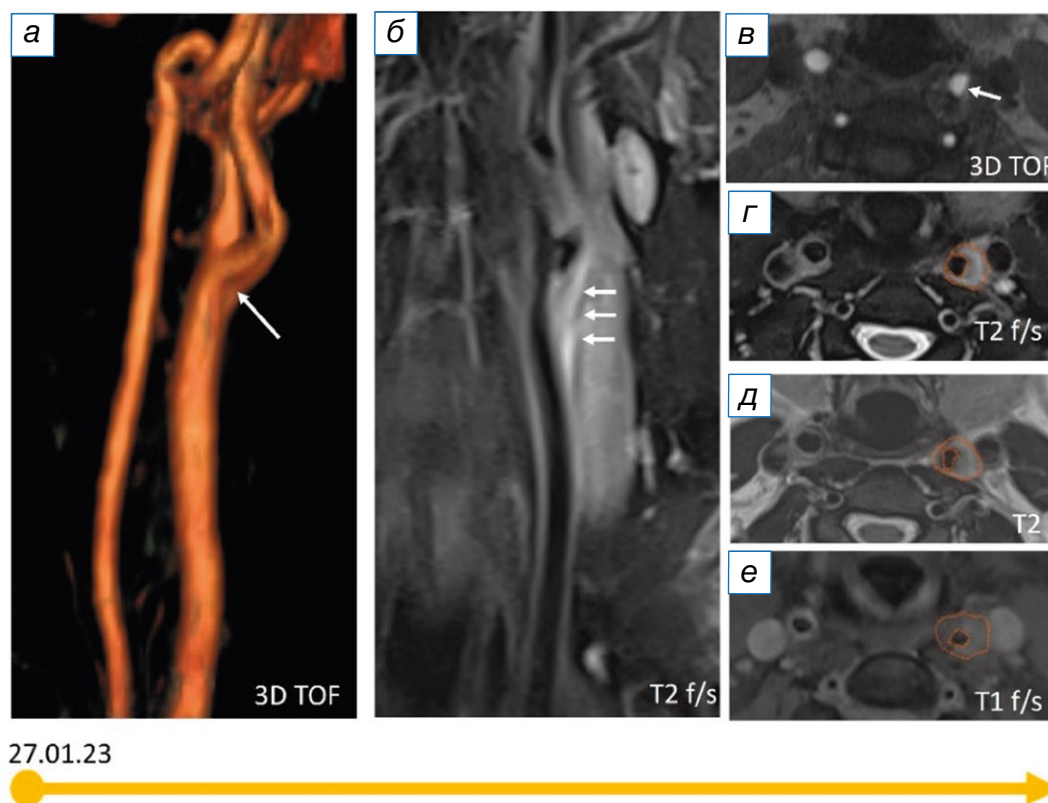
Результаты магнитно-резонансной томографии шеи пациентки с TIPIC-синдромом в острый период: а, в (3D-TOF-ангиография) — локальное гемодинамически незначимое сужение просвета левой общей сонной артерии (белые стрелки); б, г (T2 fat-sat), д (T2), е (T1 fat-sat) — периваскулярная, эксцентрично расположенная зона изменённого сигнала на уровне бифуркации левой общей сонной артерии (на периваскулярный инфильтрат указывают белые стрелки, красный контур).
